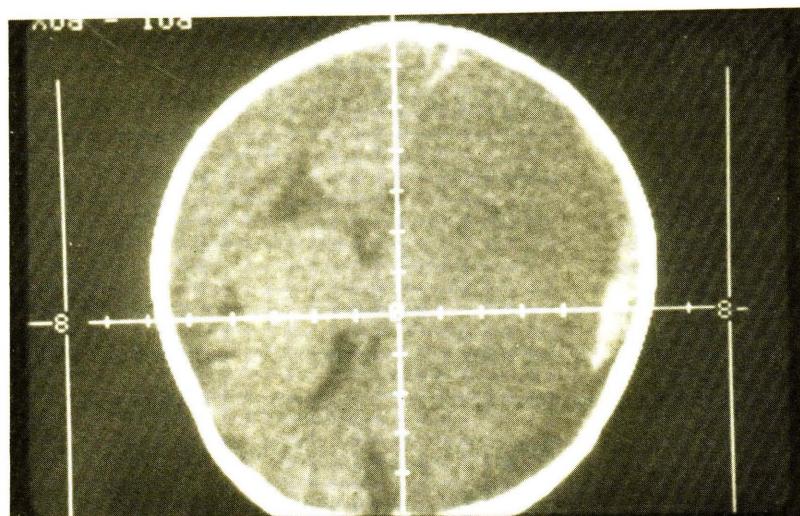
CT scan shows subdural hematoma
